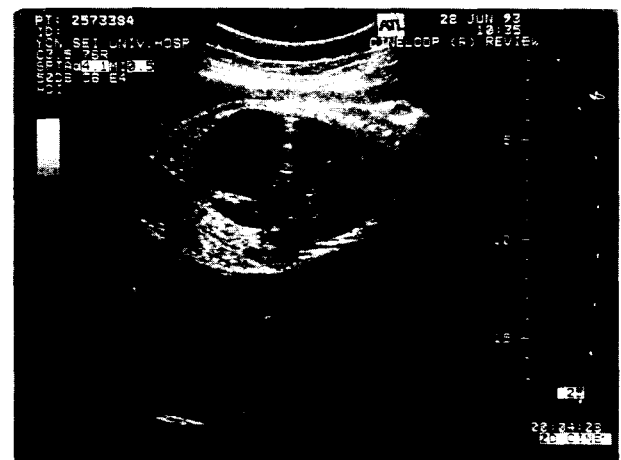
Prenatal ultrasonogram taken at IUP 29th week showing cystic mass in abdomen of the fetus.
